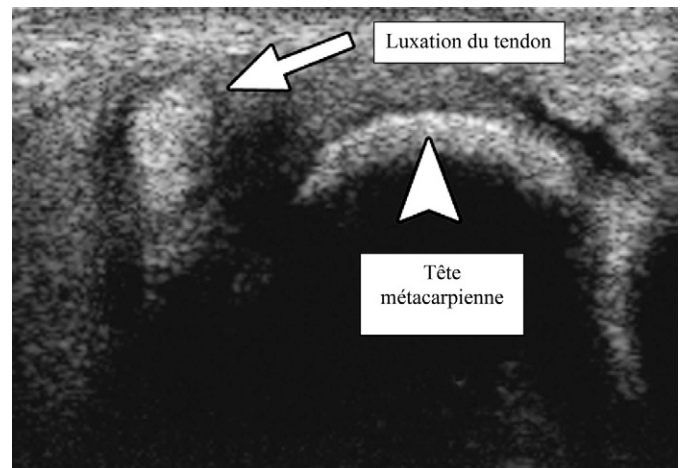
Aspect échographique d'une lésion de la bandelette sagittale radiale associée à la luxation ulnaire du tendon extenseur.
